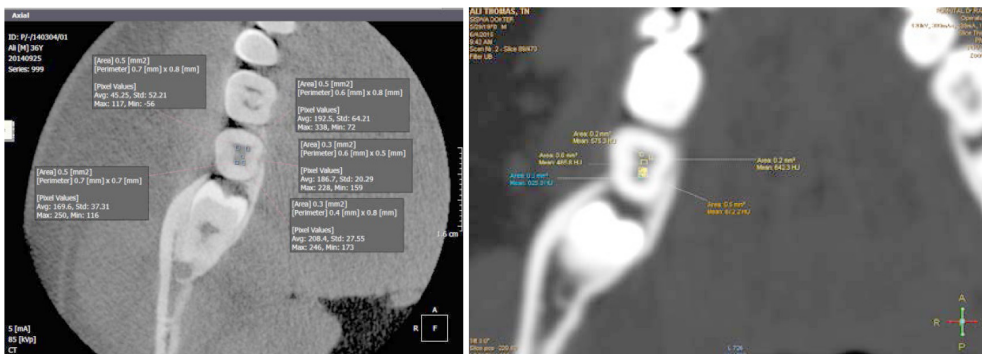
Pengukuran densitas tulang kortikal mandibula (sisi bukal, lingual, dan posterior) pada CBCT dan CT
